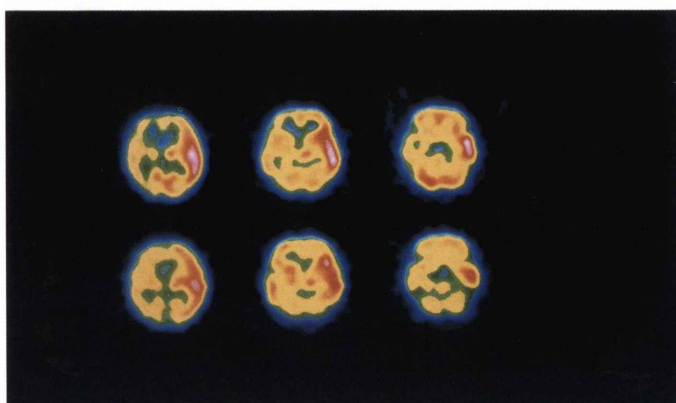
Early (upper) and delayed (lower) IMP SPECT images studied on June 27, 1990. Increased accumulation of IMP was observed in the left temporal area on both early and delayed images.
